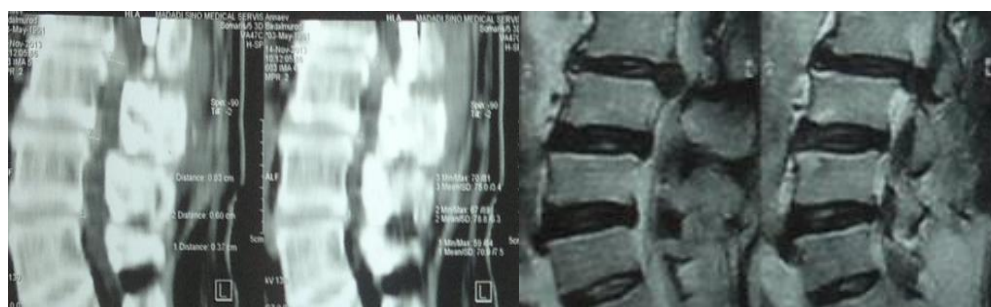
МРТ больной Л., 42 лет. Определяется рецидив центральной секвестрированной грыжи диска на уровне L4-5 (9 мм.).
